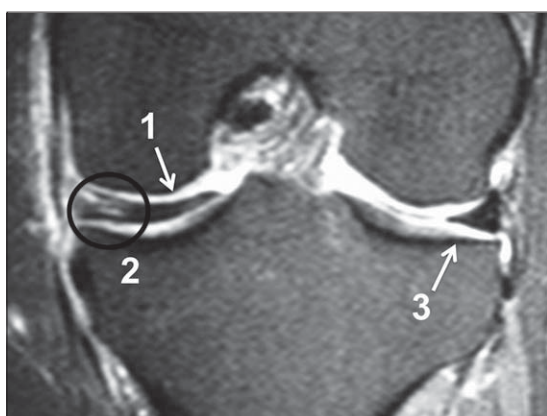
Caso 2: Imagen de RM coronal de rodilla izquierda. Se observa menisco discoideo medial (1) con lesión en hoja de libro (2) y menisco lateral sano (3). Destaca el corte de sección triangular característico del menisco lateral de configuración normal.
